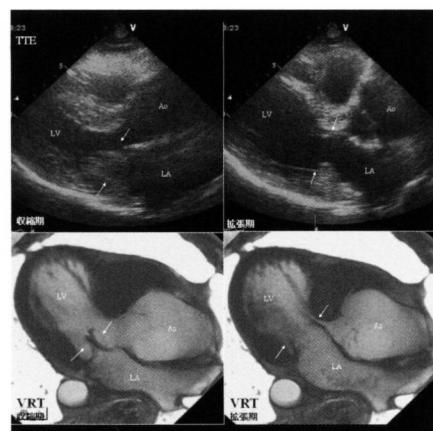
TTE 左室長軸像（上段）,CT画像VRT表示（下段）
